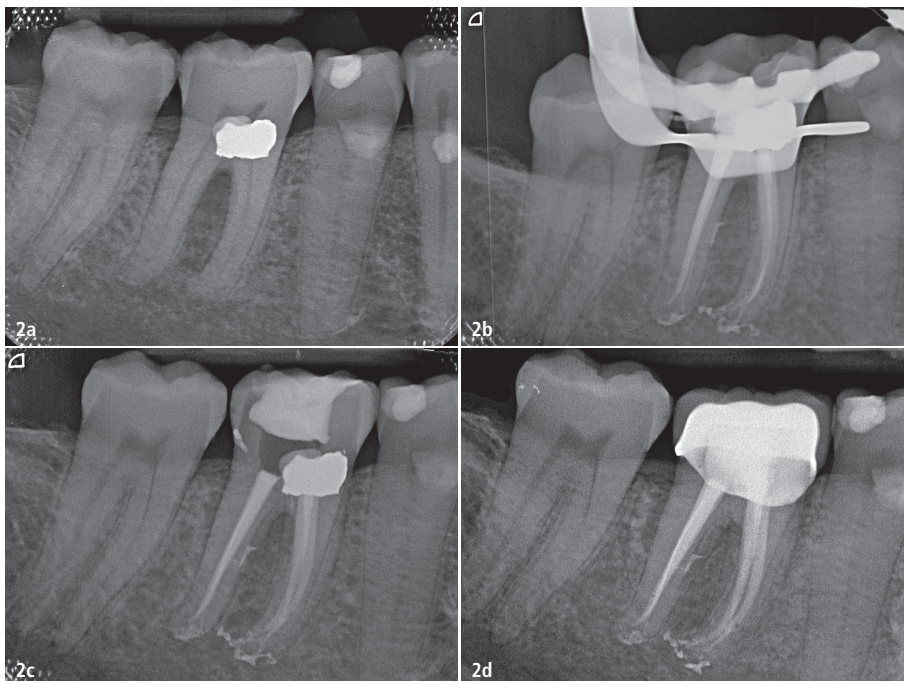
Erster Unterkiefermolar mit akuter Pulpitis (a), endodontisch behandelt (System 2-Shape[®] von Micro-Mega zur Instrumentierung und IrriFlex[®] von Produits Dentaires zur Spülung), dessen Füllung (b und c) die hervorragende Reinigung durch Füllung des apikalen Deltas der mesialen Wurzel und des Seitenkanals der distalen Wurzel illustriert. d) Kontrollröntgenaufnahme nach drei Monaten mit Kappe.
